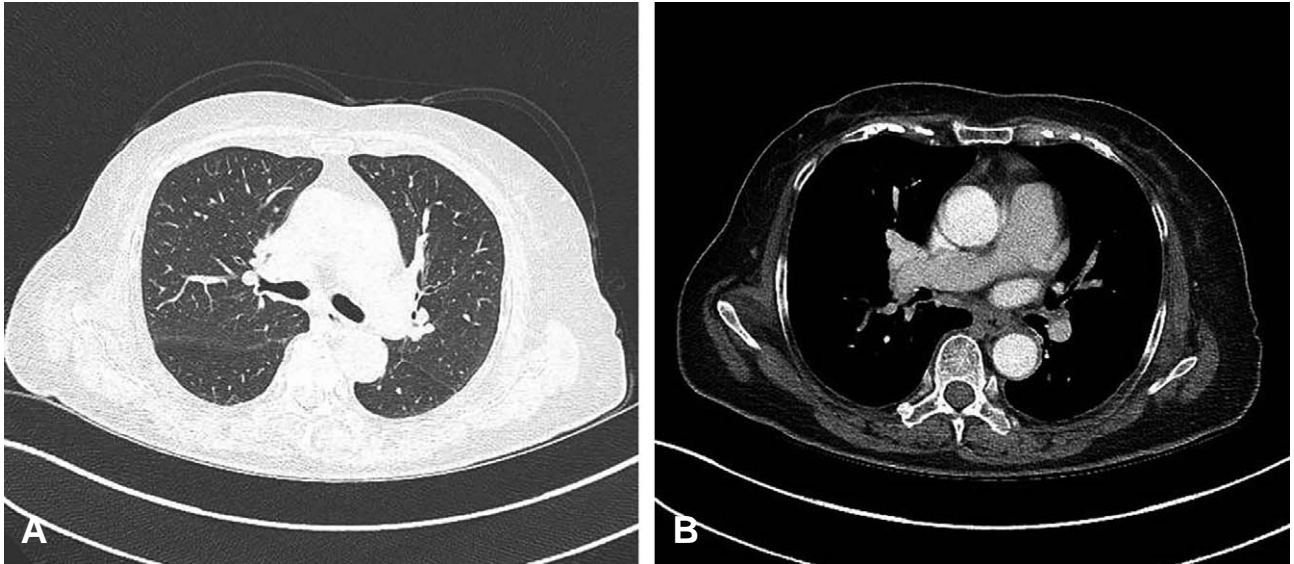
Computed tomography (CT) scan of the chest. (A) CT scan shows focal atelectasis in both lungs. (B) There was no evidence of an acute pulmonary thromboembolism.
